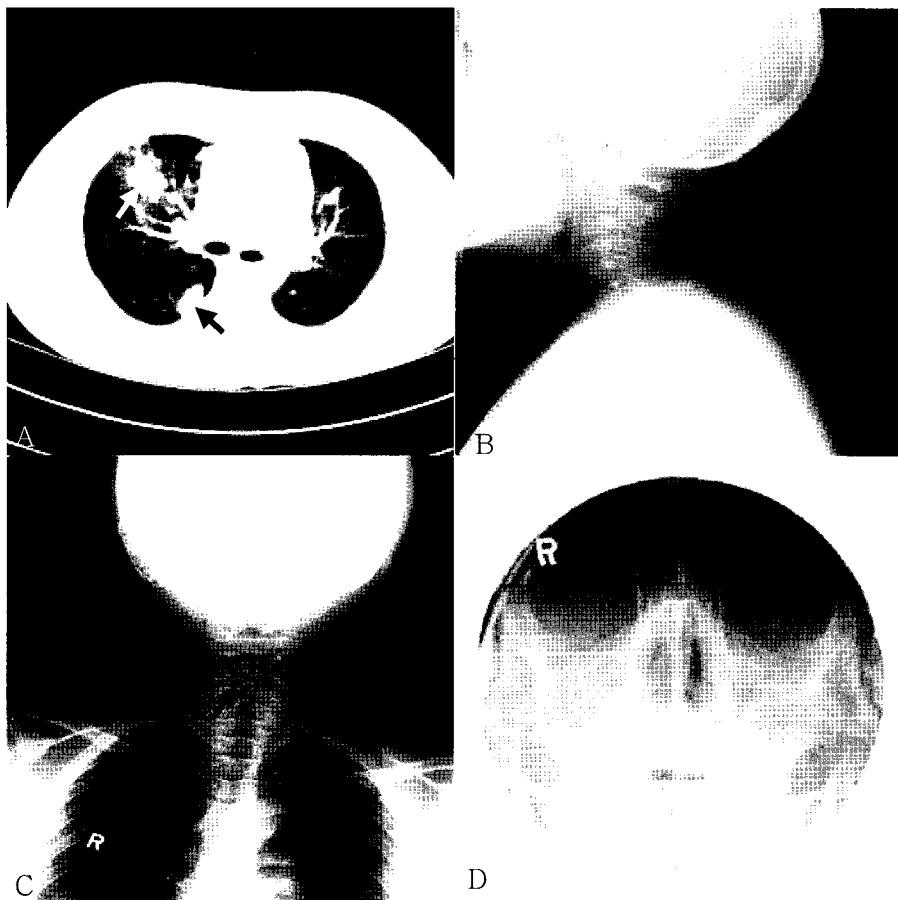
Radiologic findings : CT scan of the thorax demonstrated multiple consolidations with ground glass opacity nodules(arrows) (A). X-ray films of the neck showed subglottic tracheal stenosis(arrows) (B)(C). Waters view revealed total haziness of both maxillary sinuses (D).
